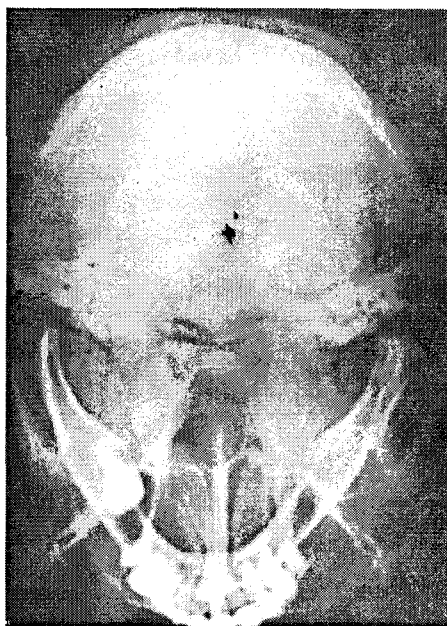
Radiografia bazei craniului – incidența Hirtz.
